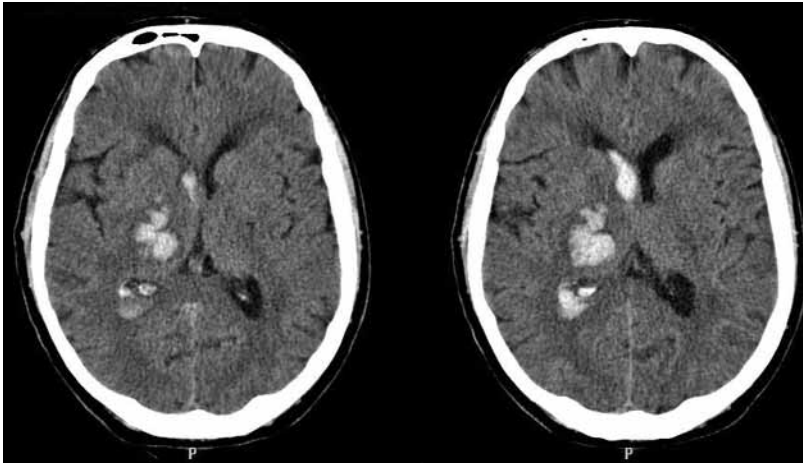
Cortes axiales de TC de una paciente hipertensa de 72 años. Hemorragia intraparenquimatosa de núcleos de la base derechos, típicamente hipertensiva, con invasión ventricular. Siguiendo los criterios marcados por el STICH, este tipo de hemorragia no se beneficiaría del tratamiento quirúrgico.
